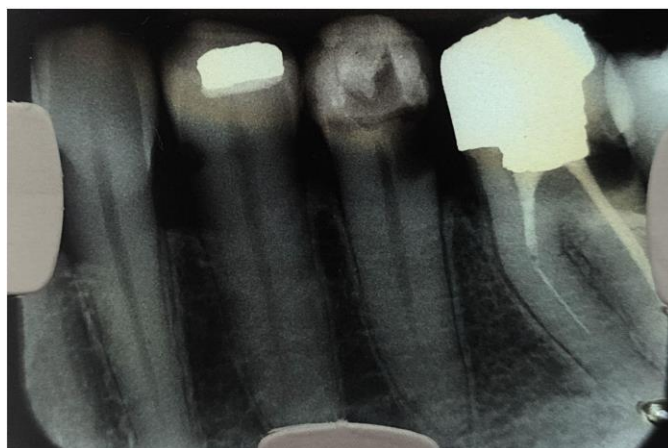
RADIOGRAFIA PERIAPICAL PARA FINS DE DIAGNÓSTICO E INÍCIO DE TRATAMENTO.
